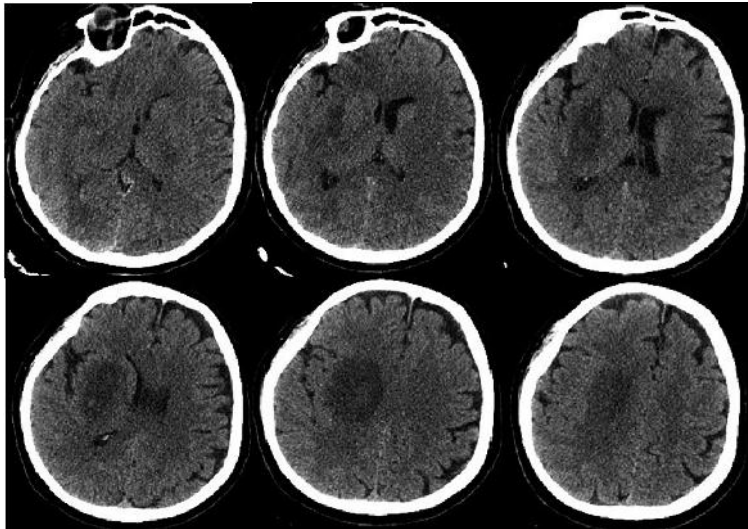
Результаты компьютерной томографии головного мозга через 1 сут после вмешательства
